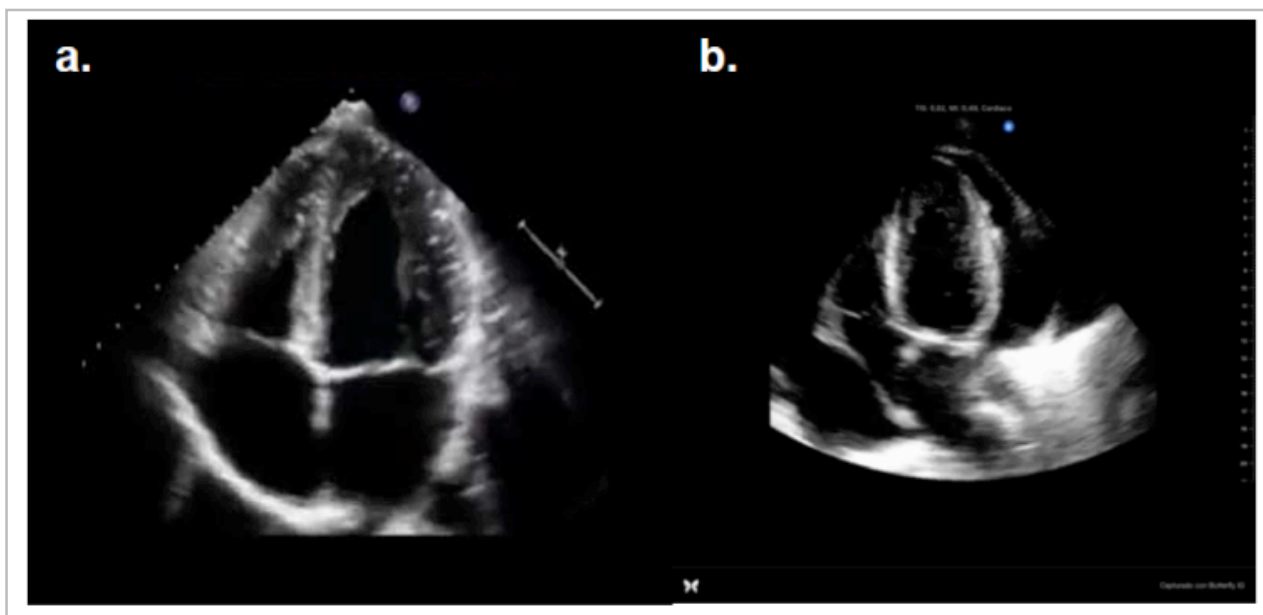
Vista apical 4 cámaras. a. Cavidades cardiacas normales. b. Derrame pericárdico severo con colapso de aurícula derecha en diástole.
